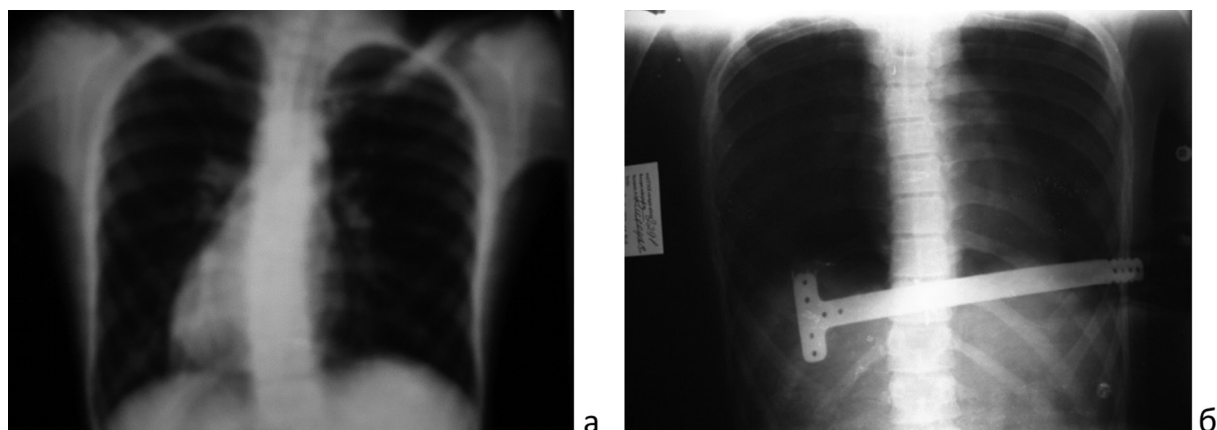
Рентгенограммы грудной клетки больного М.К., 14 лет, после одномоментной коррекции сколиоза при воронкообразной деформации: а – до операции, угол сколиотической дуги 12°; б – спустя 8 месяцев после оперативного вмешательства, величина деформации 3°
